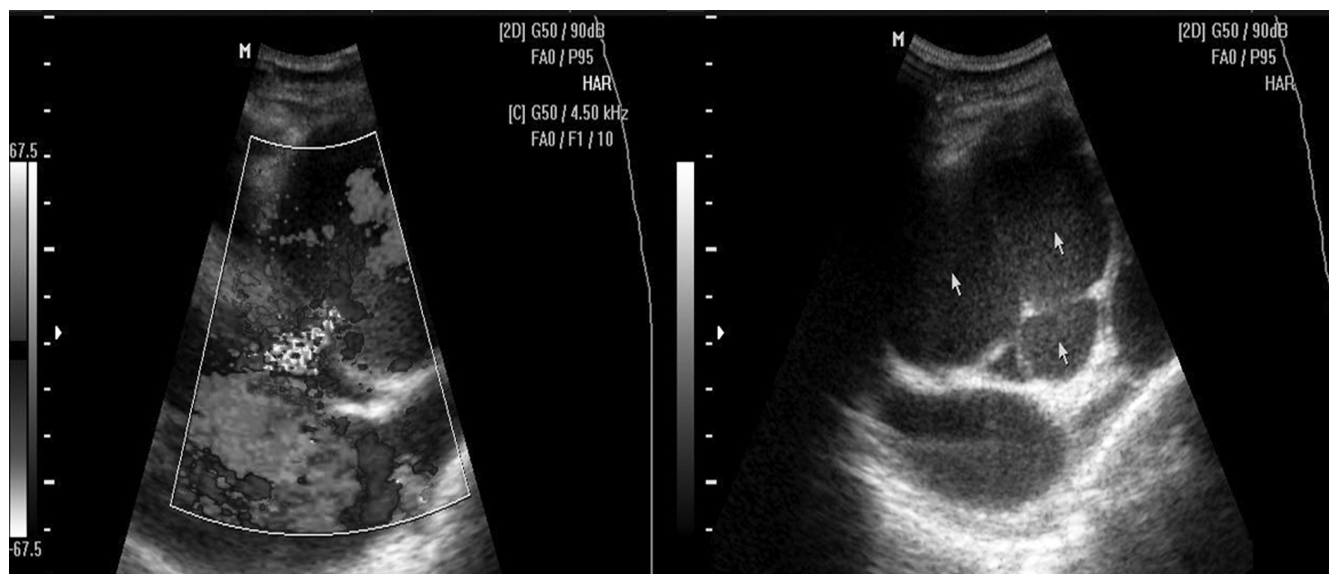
Эхокардиограмма 3. Слева в режиме цветного доплеровского картирования визуализирована центральная струя аортальной регургитации (обратного диастолического тока крови через сомкнутые створки аортального клапана). Справа — визуализирован аортальный клапан. Стрелочками отмечены три створки клапана. По данным эхокг отмечалось неполное расхождение по комиссурам правой и левой коронарных створок, поэтому клапан функционировал как двустворчатый. Систолическое раскрытие створок аортального клапана было достаточным. Площадь (оцененная планиметрически) составила $7,5\text{ см}^2$
